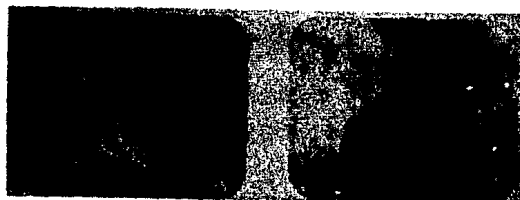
Tercer molar en posición paranormal. A, Radiografía preoperatoria. Notese las relaciones de la cara mesial del tercer molar con el conducto denterio. B, radiografía posoperatoria.
